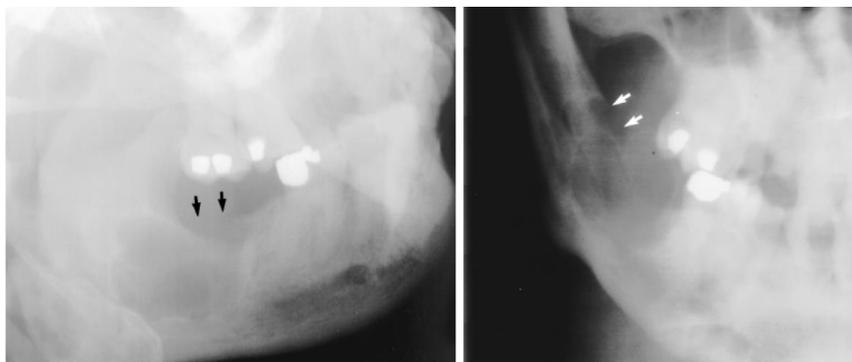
Мукоэпидермоидный рак у 67-летнего мужчины. Поражение было частично видно на рентгенограммах полученные для обычной стоматологической помощи; дополнительные мнения были получены. (а) боковая косая рентгенограмма показывает многослойная зона яркости с волнообразными границами и без внутренней структуры. Повреждение размывается через альвеолярный гребень (стрелки). (б) задняя рентгенограмма показывает расширение языка с правой стороны с эрозией через язычную кору (стрелки). Это повреждение имеет классический вид амелобластомы, учитывая его расположение, размер, волнистые границы и отсутствие внутренней структуры. Границы относительно хорошо определены, за исключением для эрозии альвеолярного отростка и язычной коры, которые могут возникать при амелобластомах. Образец биопсии показали признаки, согласующиеся с мукоэпидермоидной карциномой, но пациент отказался от лечения и был потерян для продолжения. Дифференциальный диагноз включает амелобластому, одонтогенный кератоцист и остаточный зубной киста.
